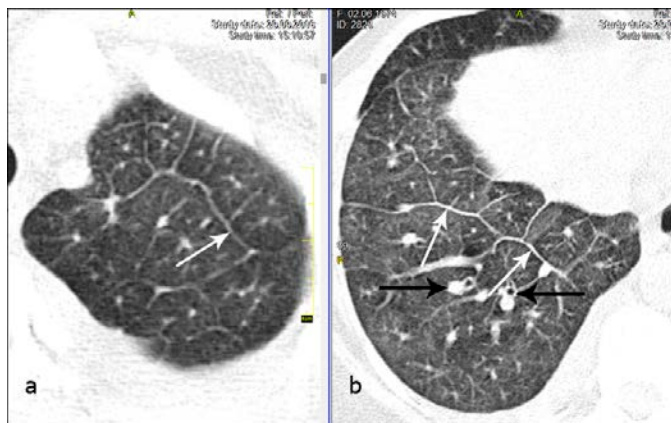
КТ: аксіальні зрізи на рівні верхівок (а) та базальних сегментів (b). ЛКЛ: рівномірне потовщення міждолькових перегородок (білі стрілки), стінок бронхів та артерій (чорні стрілки)
